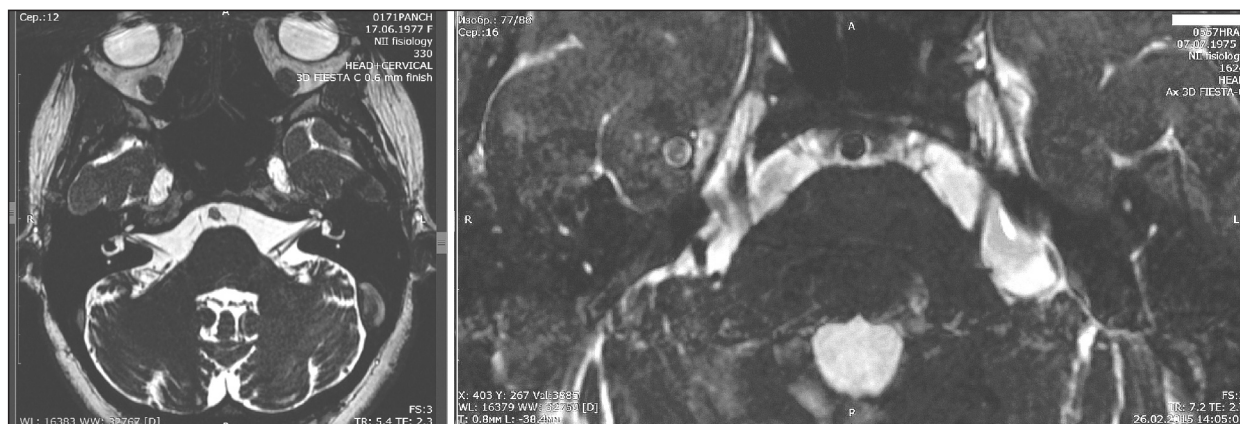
Ликворолимфатические контакты вокруг черепных нервов (слева – вокруг VIII пары, справа – вокруг тройничных нервов и Гассеровых узлов). МРТ-технология 3D FIESTA с гашением сигнала от нервной ткани и «акцентированием» цереброспинальной жидкости
